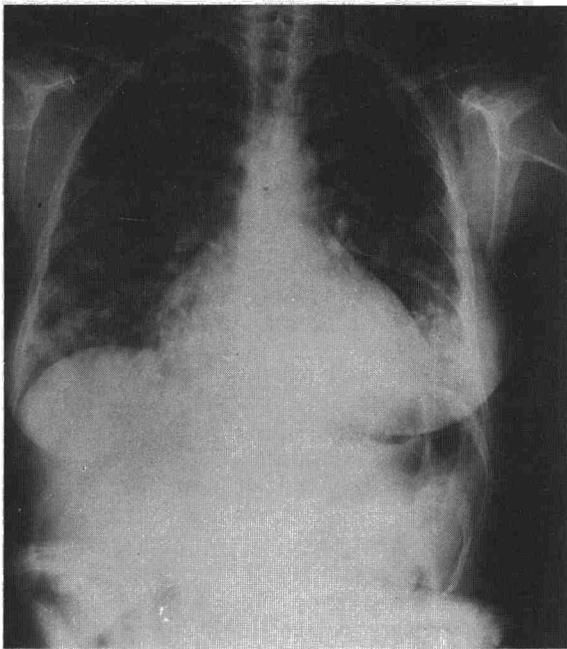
Radiografía antero-posterior del caso 1.
